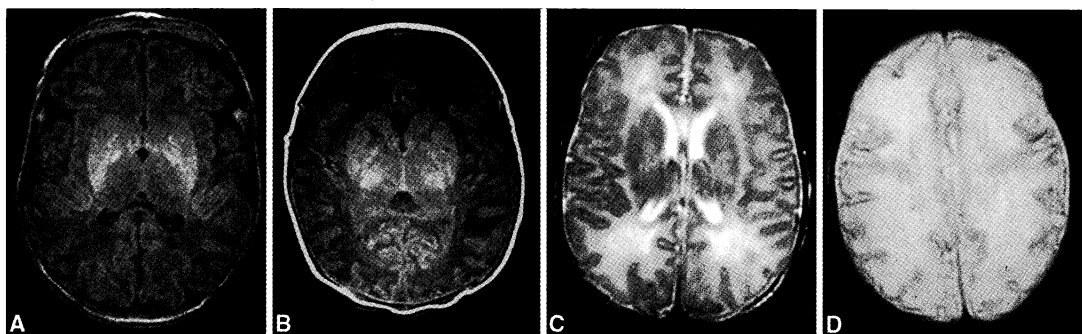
Resultados en RM en la EHI. A y B. Patrón de daño en núcleos grises centrales (A, daño moderado y B, daño grave). Nótese la ausencia de señal de mielina en la rama posterior de la cápsula interna en ambas imágenes. Este patrón de daño se asocia de forma estrecha con parálisis cerebral, sobre todo discinética, que se acompaña con frecuencia de alteraciones oromotoras, que producen dificultades en la alimentación y en el lenguaje hablado. C y D. Patrón de daño que afecta sobre todo la corteza y la sustancia blanca, en especial en la región parasagital (C, lesión moderada y D, lesión grave). Estos niños tienen una menor frecuencia de parálisis cerebral que los neonatos con daño en los núcleos grises centrales, pero una alta frecuencia de problemas cognitivos y conductuales, que se manifiestan sobre todo después de los 2 años de edad.
